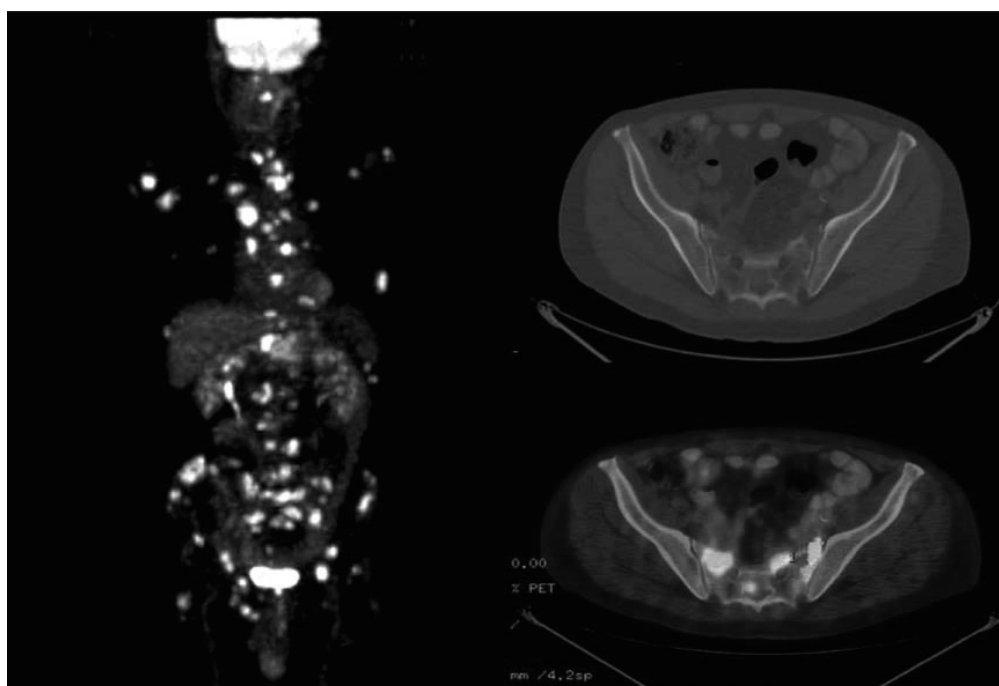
^{18}F -ФДГ-ПЭТ/КТ обнаруживает множественные костные метастазы, не определяемые при стадировании на КТ [71].
